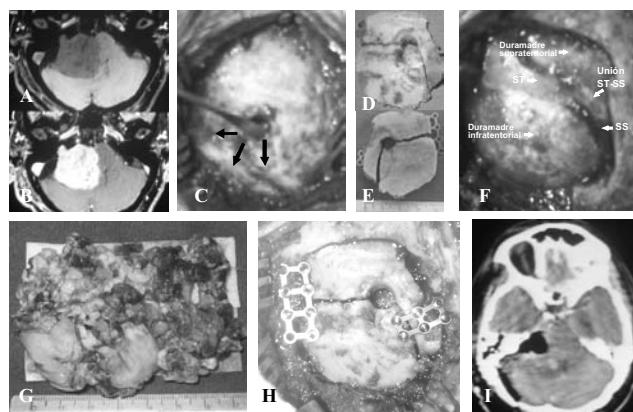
Caso 2. Neurinoma en el ángulo pontocerebeloso derecho. Imagen de resonancia magnética axial, T-1 A y T-1 con gadolinio B. Imágenes del transoperatorio por craneotomía suboccipital concéntrica lateral derecha, trépano inicial y disección inicial C, colgajo óseo en dos craneotomías exocraneal D y endocraneal E, duramadre supra- e infratentorial y senos venosos preservados F, neoplasia G, la reconstrucción suboccipital H y tomografía axial en el posoperatorio inmediato I.
